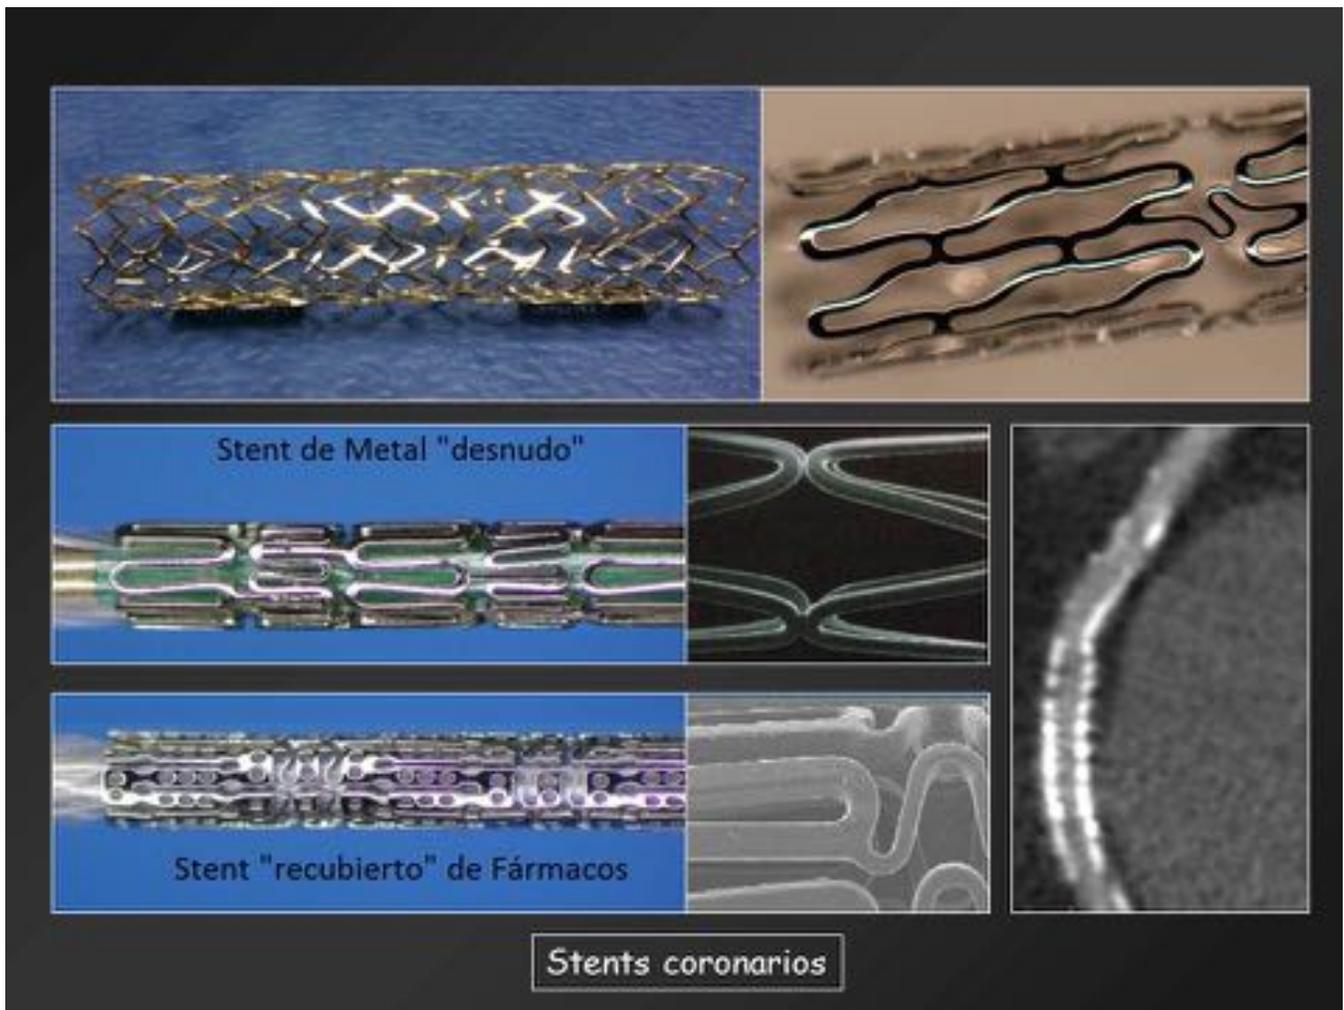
Stents coronarios de metal desnudo y recubierto de fármacos (dispositivos RM compatibles)
